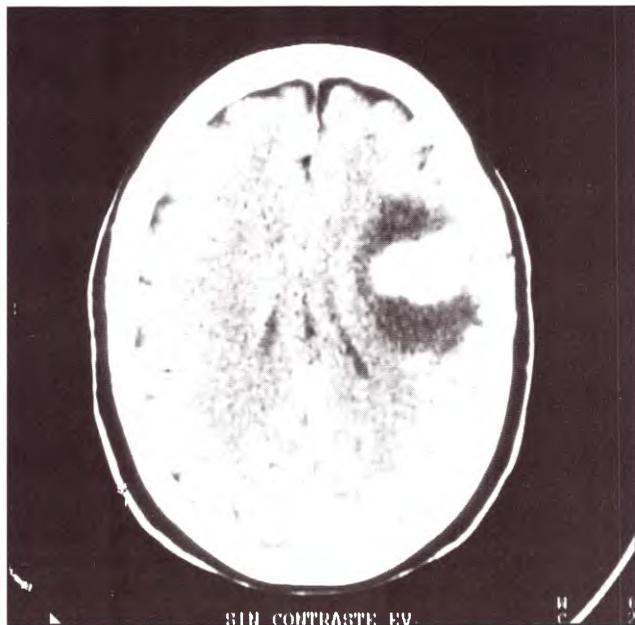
TAC que muestra una lesión espontáneamente hiperdensa
